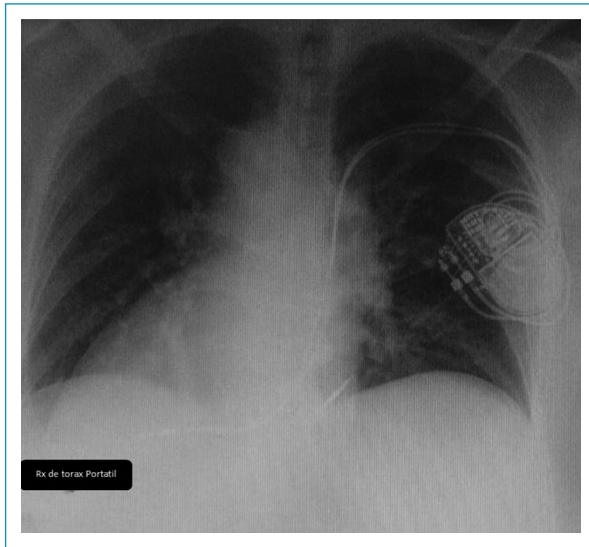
Radiografía de tórax portátil al día siguiente del implante. No hay evidencia de neumotórax y los electrodos se encuentran normoposicionados.
